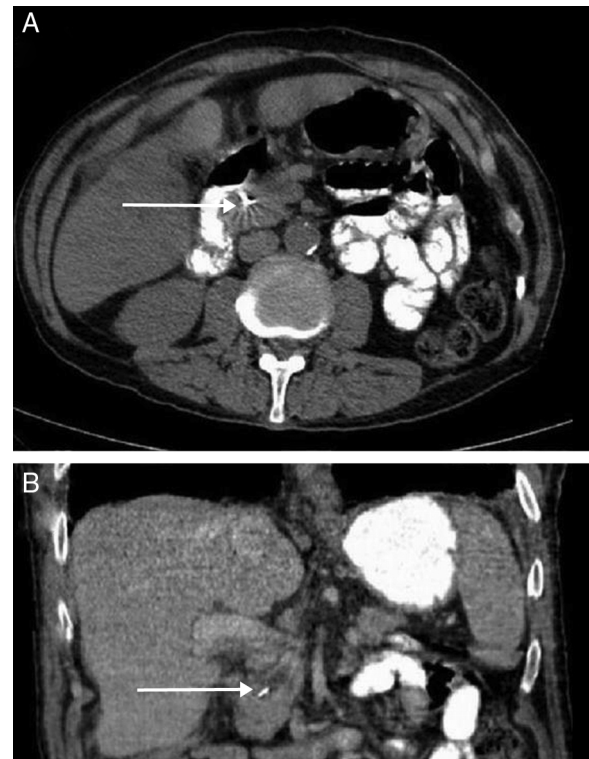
Imágenes de TC multidetector tras la administración de contraste intravenoso en fase venosa portal. A) imagen en el plano axial, y B) reconstrucción en plano coronal. La flecha señala un clip en el interior del colédoco distal.
